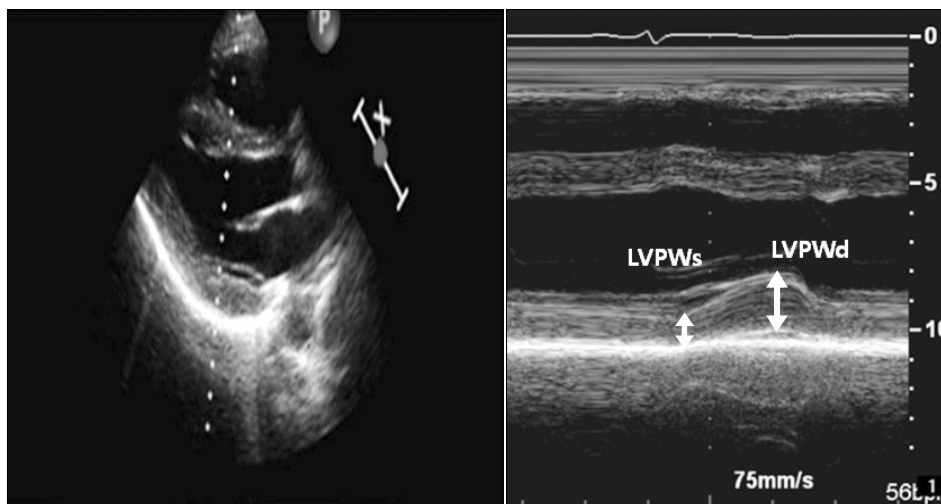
Measurement of the diastolic wall strain (DWS) from M-mode echocardiography. Left panel: In parasternal long axis view, M-mode echocardiography of left ventricular posterior wall was measured. Right panel: Left ventricular posterior wall thickness at end systole (LVPWs) and left ventricular posterior wall at end diastole (LVPWd) were indicated. DWS was calculated as follows: $DWS = (LVPWs - LVPWd) / LVPWs$.
